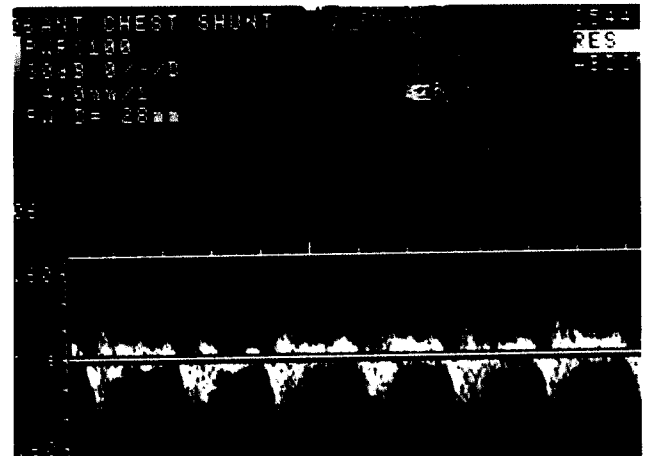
술후 collor doppler 소견
